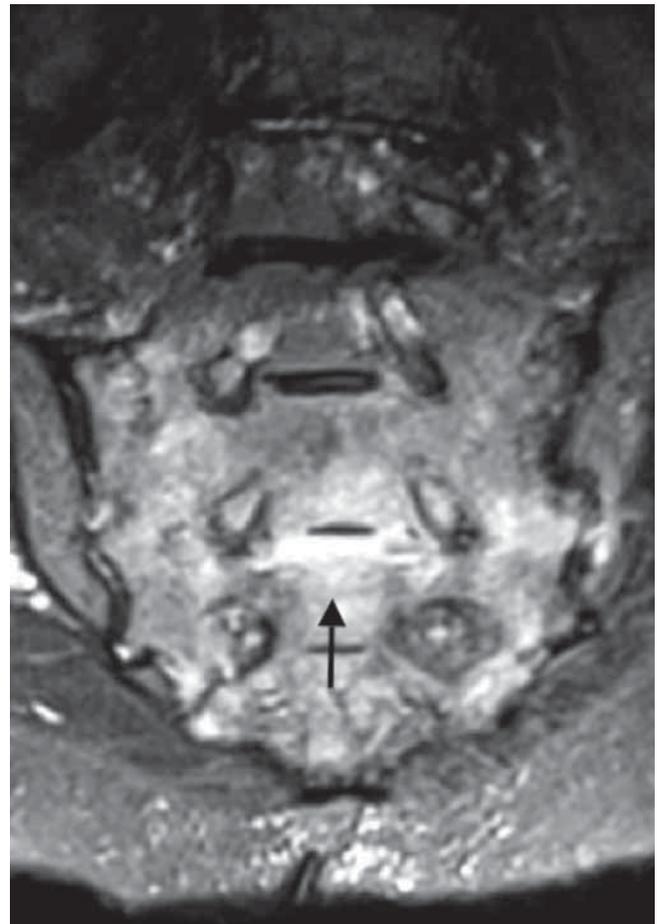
Resonancia magnética en corte coronal del sacro y con secuencia de supresión grasa en la que se observa edema difuso sobre la cara anterior del cuerpo del sacro. (Punta de la Flecha)
